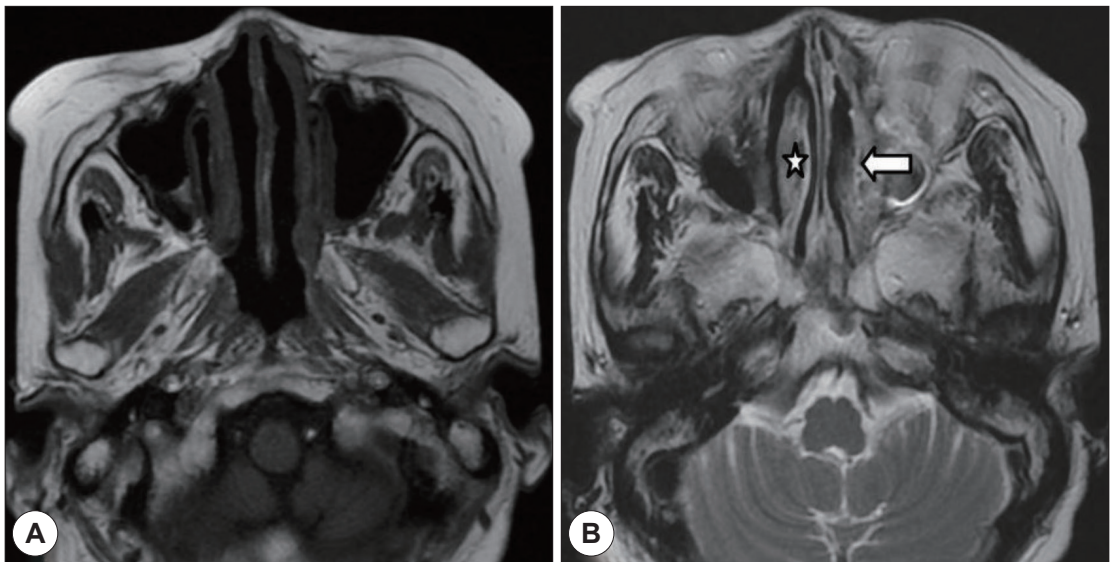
Axial view of paranasal sinus MRI scan, Axial T1-weighted sequence through the left inferior turbinate shows isointense to brain (A) but, T2-weighted sequence through the inferior turbinates shows low signal intensity along the left nasal turbinate (arrow) compared with the signal intensity on the right (star) (B).
